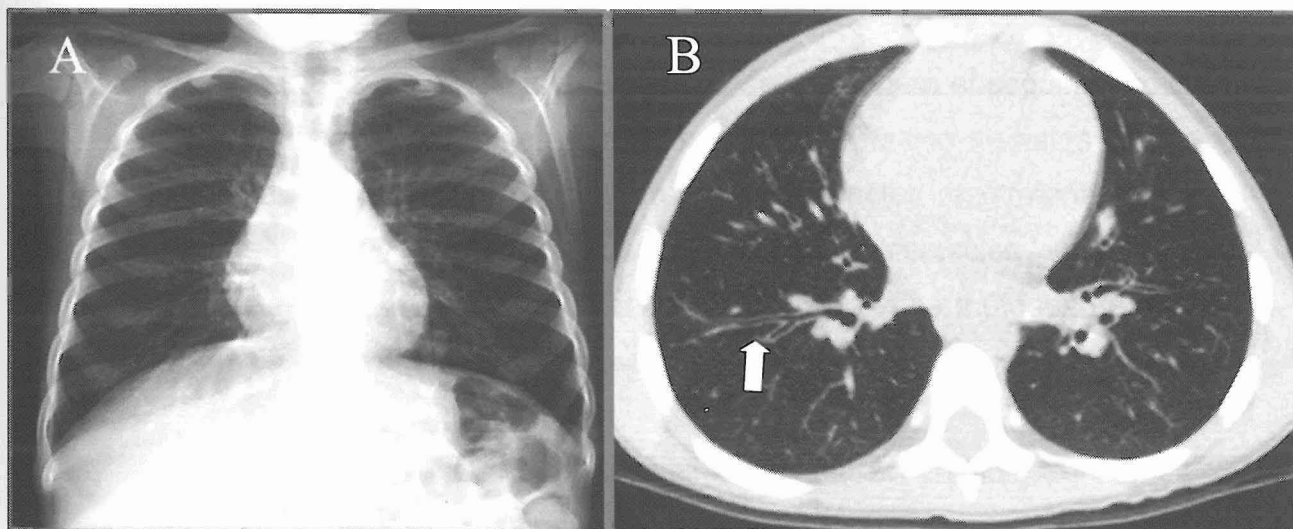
Radiografía y tomografía computarizada de alta resolución. Radiografía de tórax sin hallazgos significativos (A) en un paciente con pequeñas bronquiectasias en el lóbulo inferior derecho demostradas en el TCAR (B).
